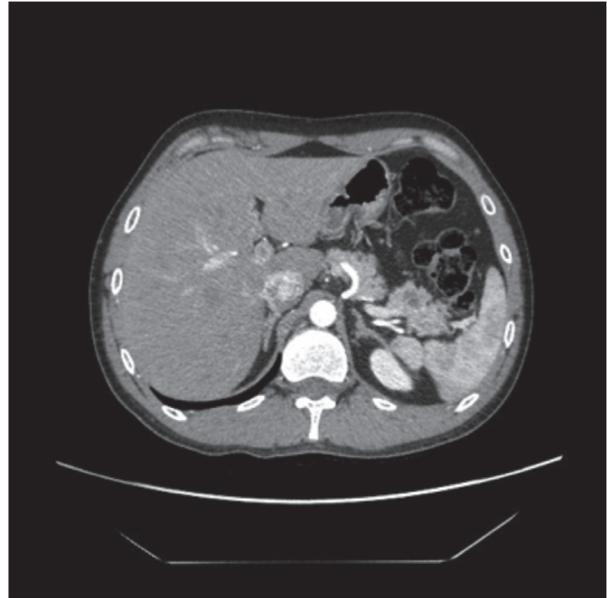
TC abdominal. Múltiples TNE no funcionantes en un varón de 28 años con síndrome MEN1.
